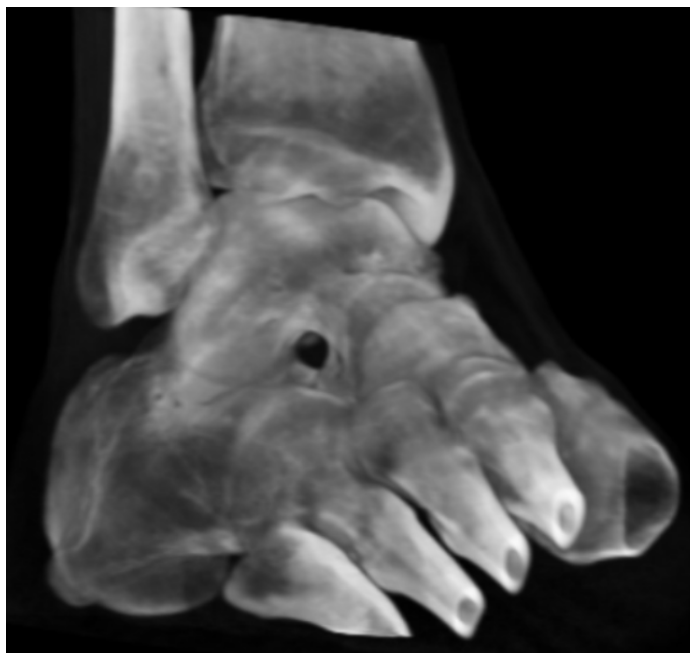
TAC tridimensional do tornozelo/pé
